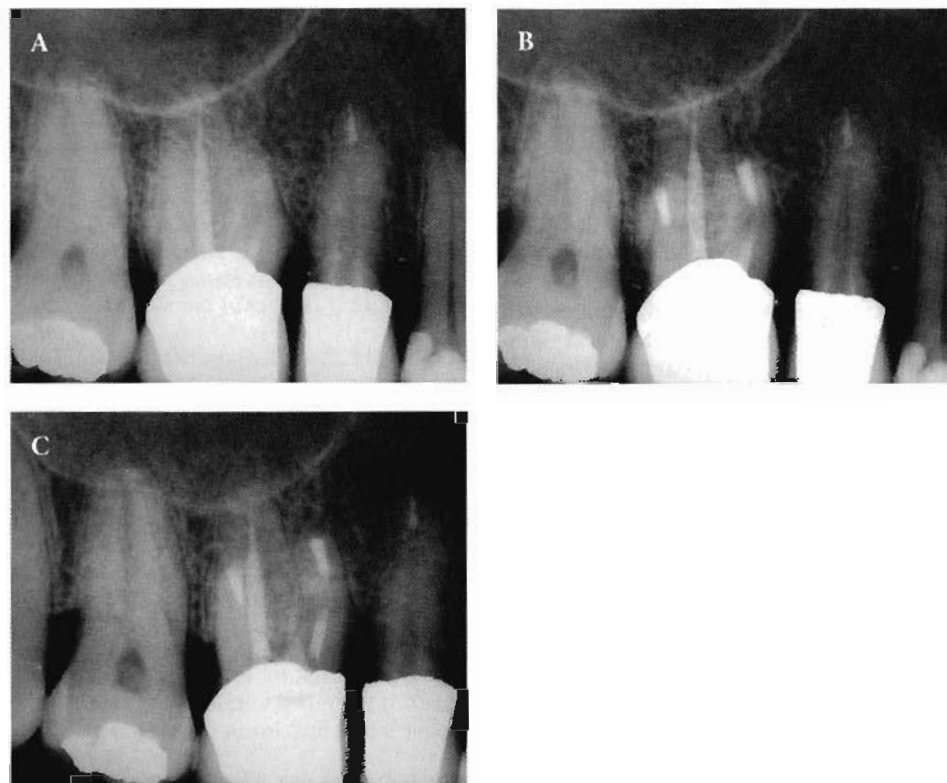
A. 16 sul quale, dopo alcuni anni dal posizionamento di una corona protesica, si è sviluppata fastidiosa sintomatologia alla pressione. Il trattamento endodontico non era stato a suo tempo effettuato correttamente, in quanto i canali vestibolari erano risultati insondabili. B. Radiografia dopo la chirurgia endodontica. Si noti la buona e profonda detersione degli apici, in asse con la radice. C. Quadro radiografico corretto a sei mesi dalla chirurgia endodontica. La sintomatologia è sin dall'inizio completamente scomparsa.
